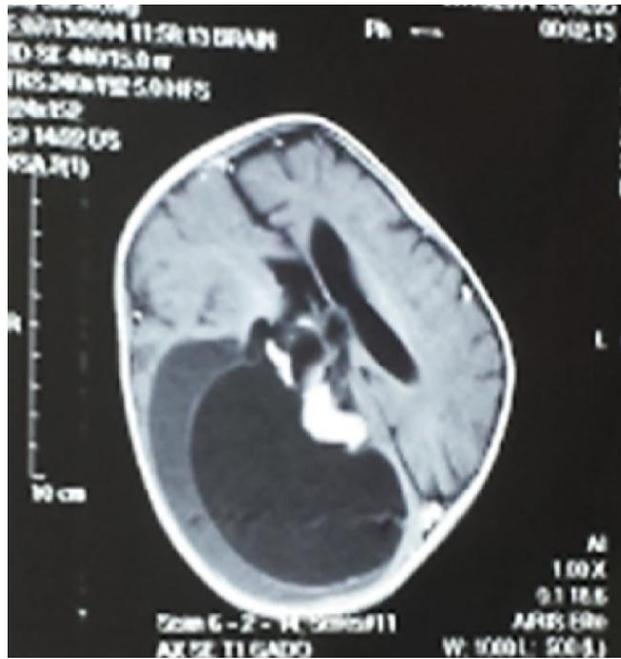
Image IRM coupe axiale préopératoire d'un tèreatome.
